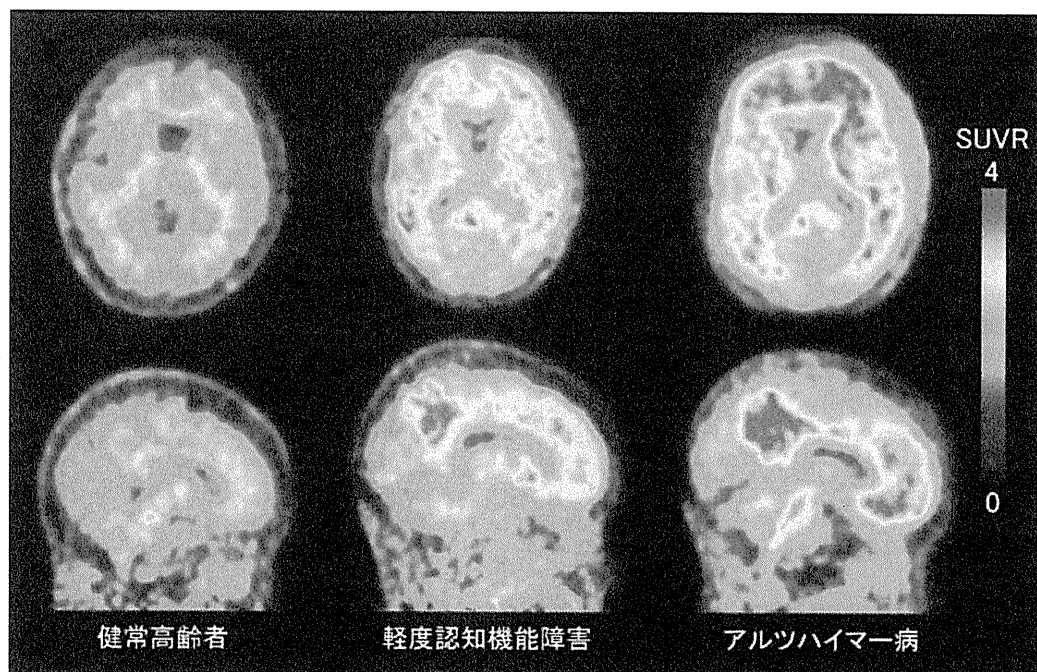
健常高齢者、軽度認知機能障害患者、およびアルツハイマー病患者における $[^{11}\text{C}]$  PiBによるPET画像
